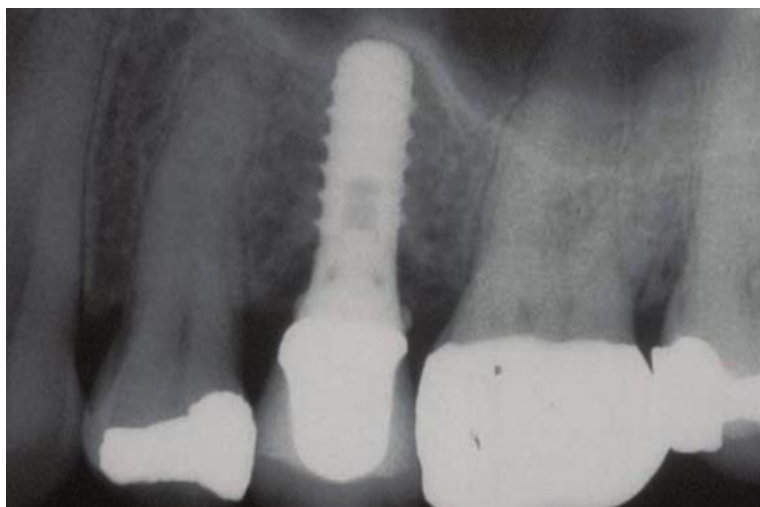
Peri-implantite. Radiografia de coroa unitária fixa sobre implante dentário, com perda óssea evidente. Adaptado de Gehrig & Willmann, 2015.
